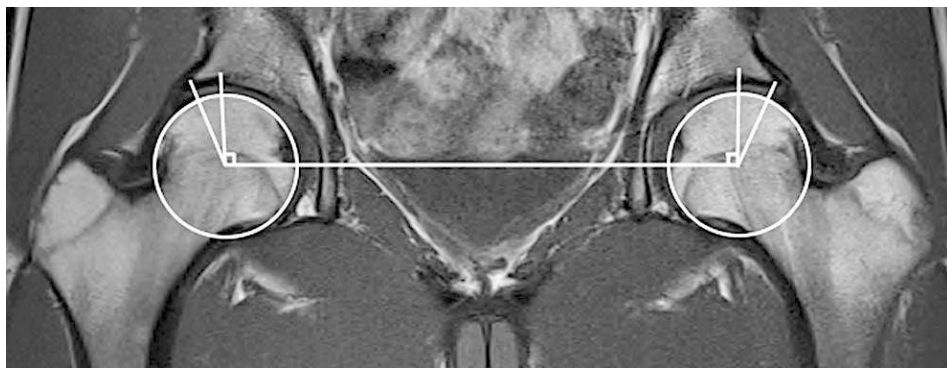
Коронарная проекция МРТ тазобедренных суставов, демонстрирующая измерение угла Виберга. Поперечная ось тазобедренных суставов соединяет центры головок бедренных костей. Угол Виберга определяется как угол, восстановленный из центра головки между перпендикуляром к поперечной оси таза, и линией, проходящей от центра головки бедренной кости до бокового края крыши вертлужной впадины (Цит. с адаптацией по [27]).
